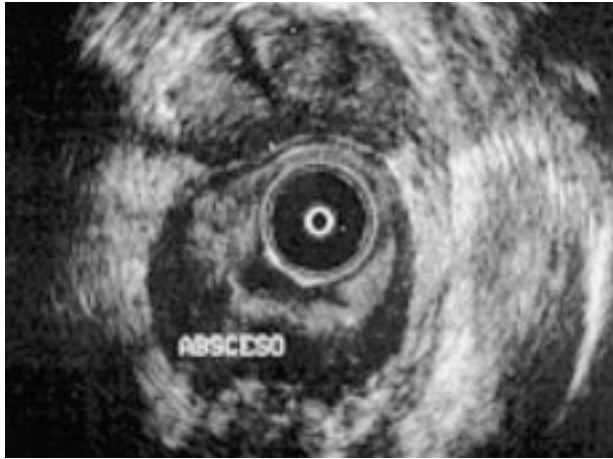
Ejemplo de la utilidad de la ecografía endoanal en la detección de un absceso postanal, no sospechado.
